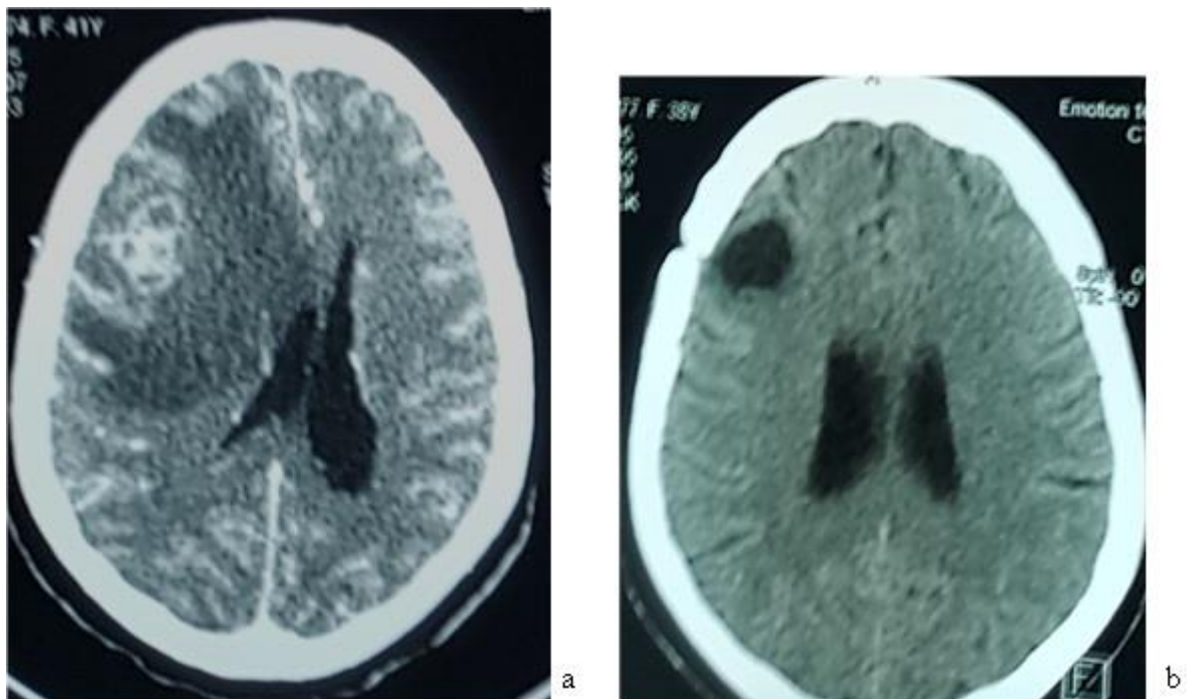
TDM cérébrale montrant une lésion thalamique droite hétérogène prenant le produit de contraste entourée d'œdème cérébral : Patient N° 1 (a) et Patient N° 3 (b)
